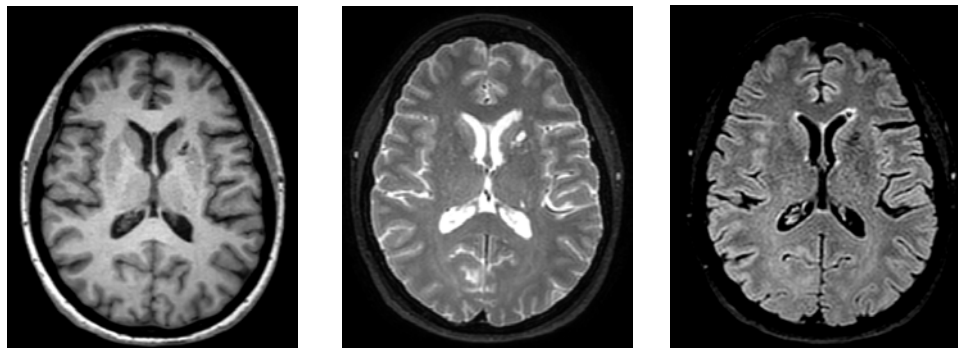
IRM simple de cráneo de 3T. En corte axial, se observa imagen alargada en brazo anterior de cápsula interna izquierda, hipointensa en T1 y FLAIR e hiperintensa en T2.
